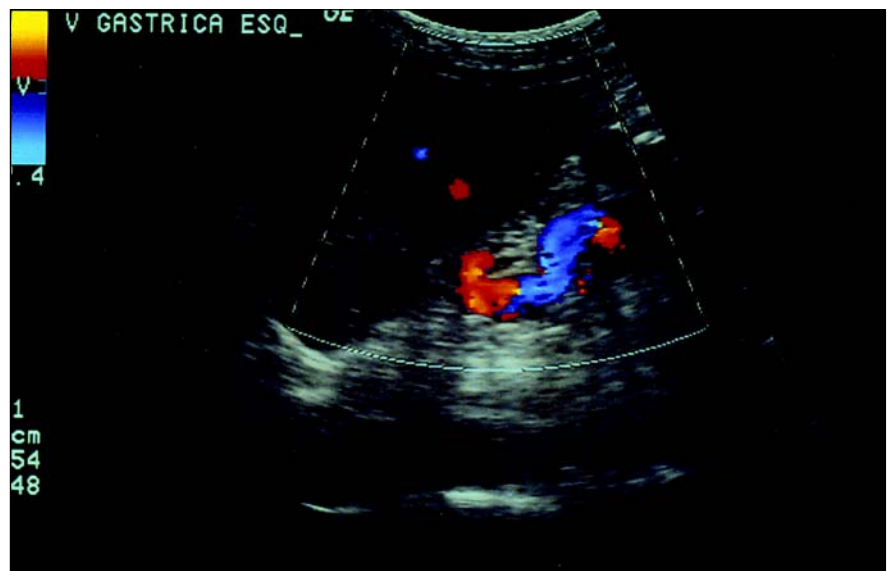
Doppler colorido demonstrando dilatação da veia gástrica esquerda.
